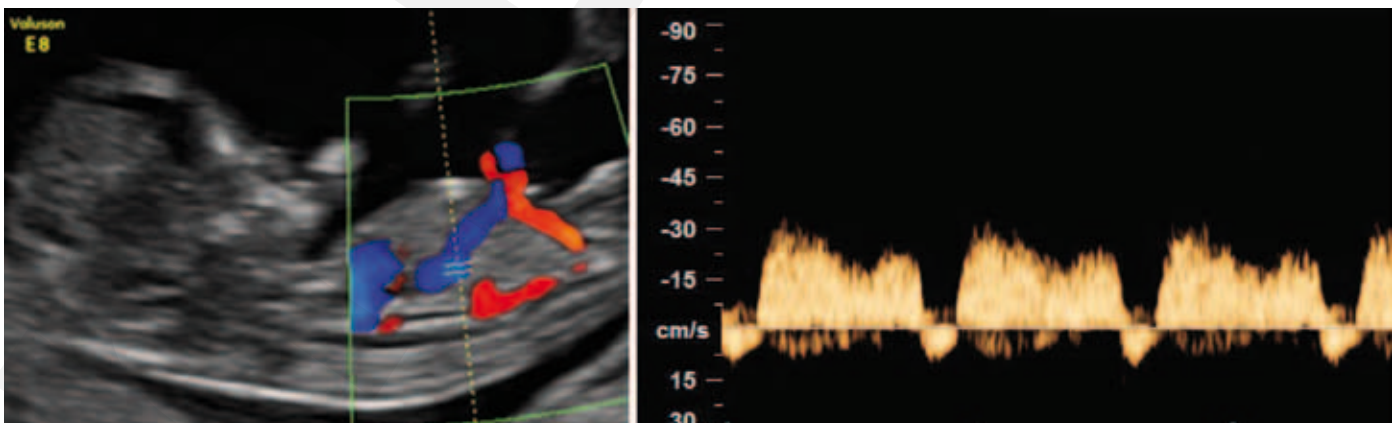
Ductus venosus Doppler. Negative a-Welle im Ductus venosus bei einem Feten in der 10 6/7 SSW mit Trisomie 21 und unauffälliger nuchaler Transluzenz.
